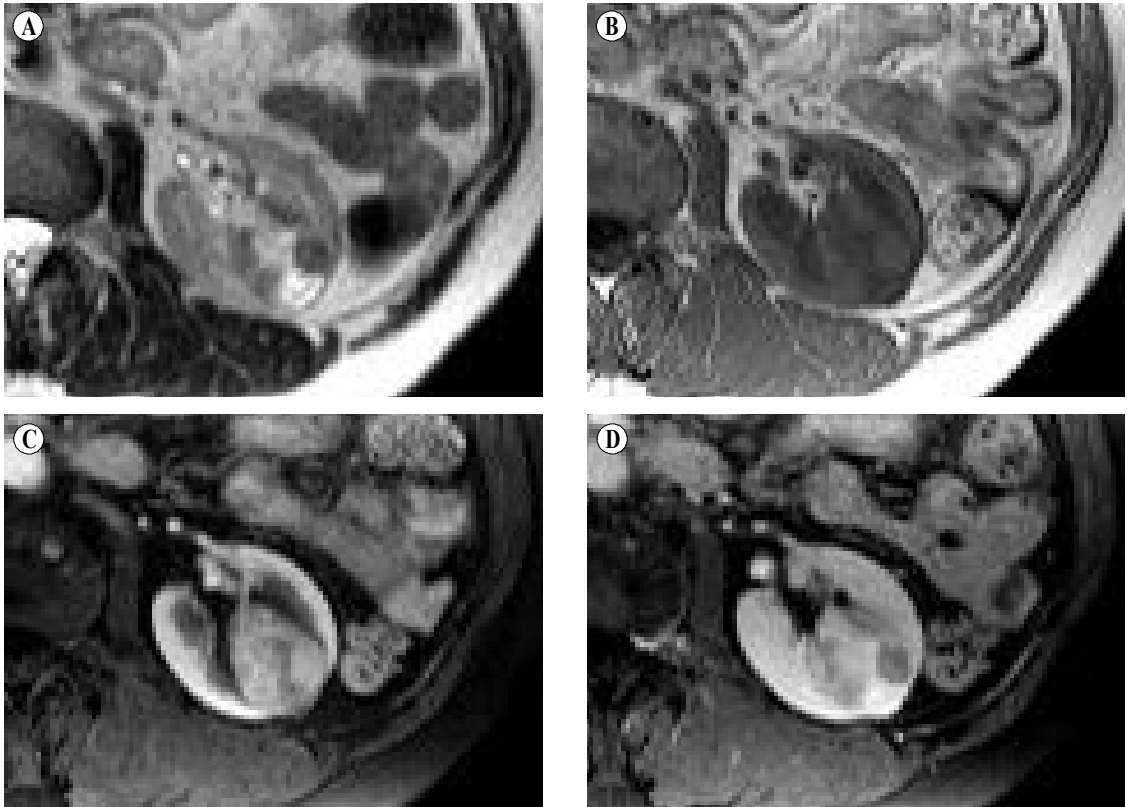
MR image of a 57-year-old female with renal oncocytoma. The T2-weighted image shows a heterogeneous renal mass. The peripheral portion of the mass shows low signal intensity and the central portion shows high signal intensity (A). A T1-weighted image also shows a heterogeneous mass lesion. The peripheral portion of the mass has nearly iso-signal intensity to renal cortex and an irregularly low signal intensity portion is noted in the central portion (B). An enhanced T1-weighted arterial phase image shows a relatively homogeneous contrast enhancement except for a linear, central, low signal intensity portion (C). On an enhanced T1-weighted venous phase image, a segmental inversion of contrast enhancement is well demonstrated (D).
